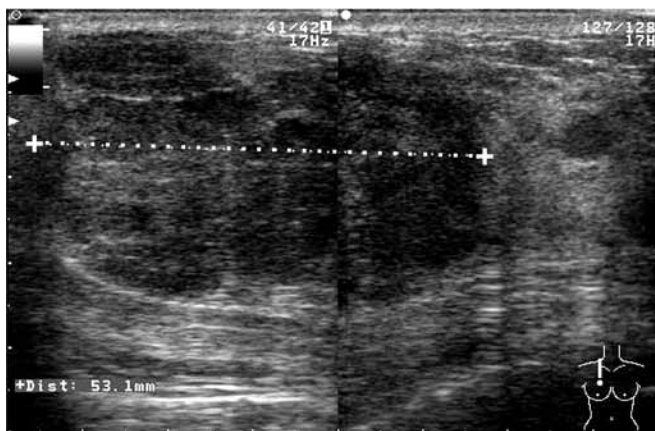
Ecografía mamaria. En el seno derecho, cuadrante superointerno, se observa masa sólida de 53 mm de diámetro, hipoeoica, heterogénea, de contornos lobulados, con leve refuerzo acústico posterior.
